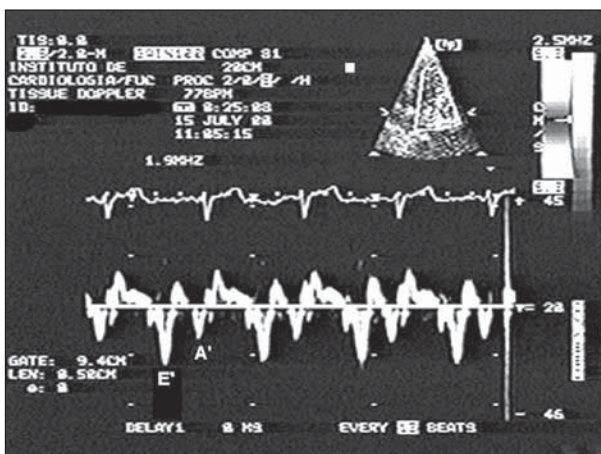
Doppler tissular: registro das velocidades miocárdicas diastólicas em segmento lateral basal.
